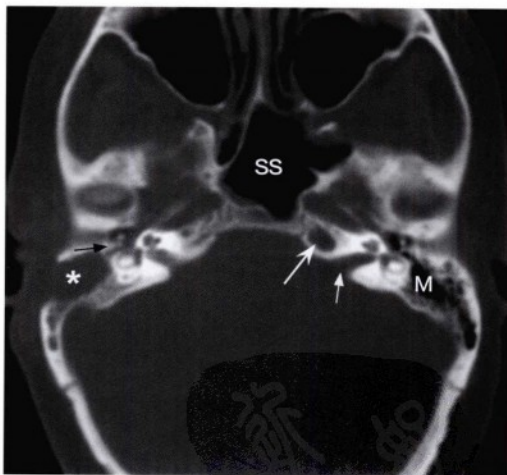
经内听道(直箭头)层面的横断位CT骨窗图像,显示因既往乳突切除术导致右侧乳突(星号)骨质缺损。右侧乳突内及听小骨(黑箭头)周围软组织影像不具有特异性,但高度提示残留的胆脂瘤或中耳炎。左侧岩尖内可见一圆形软组织密度区域(凹箭头)。左侧乳突气房(M)及中耳腔可见正常的气化表现。蝶窦(SS)内可见轻度黏膜增厚。
